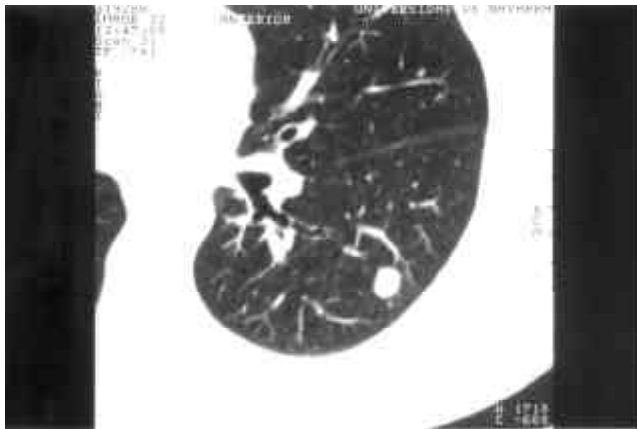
Nódulo metastásico pulmonar visible en TAC con indicación de resección por VATS
